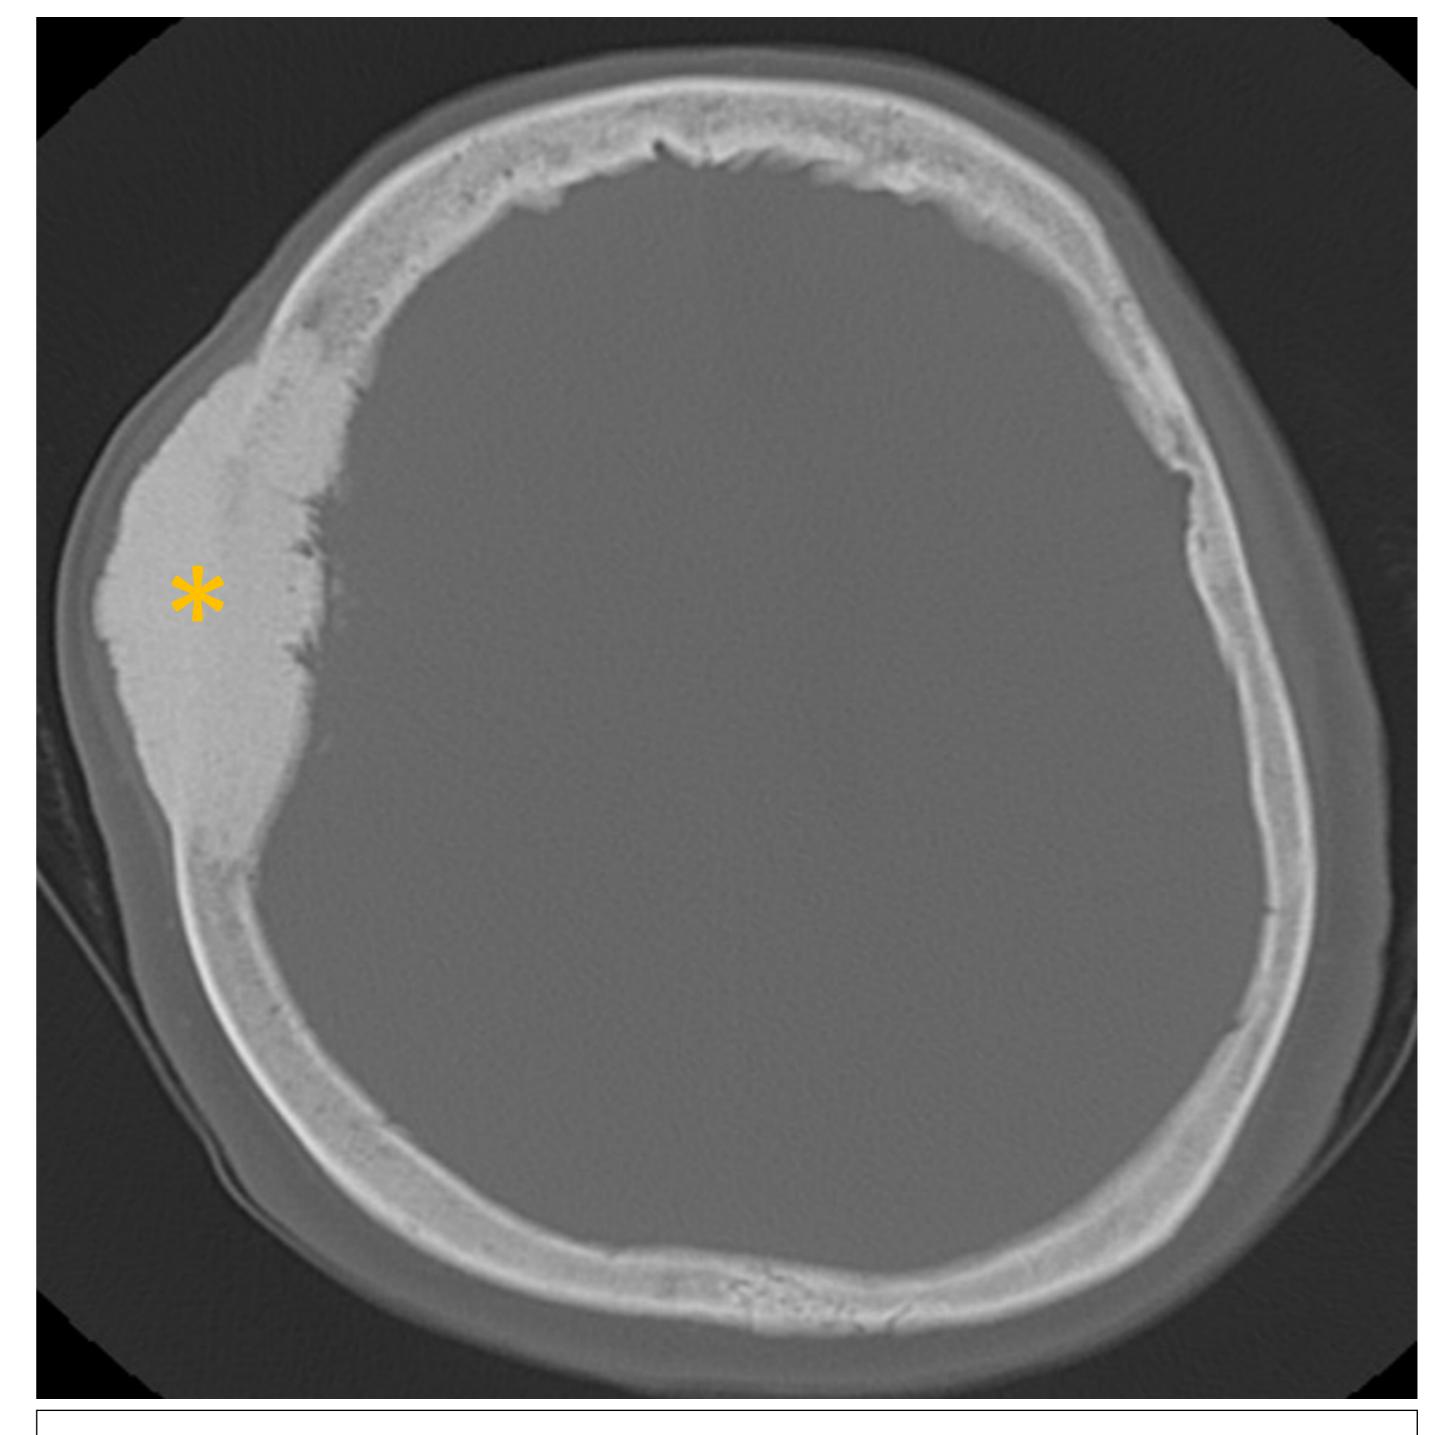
TC axial cráneo en ventana ósea. Lesión expansiva y esclerosa en el díploe frontoparietal derecho (asterisco).
